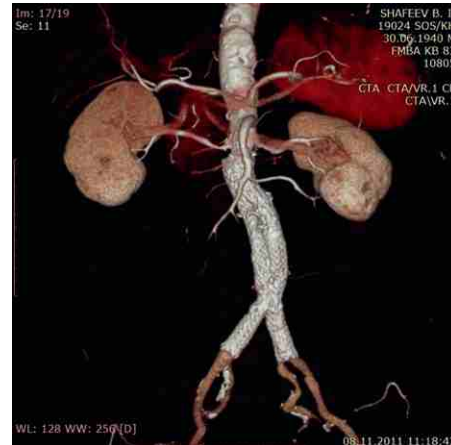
Мультиспиральная компьютерная томограмма в режиме 3D-реконструкции, проведенная после эндопротезирования аорты. Стрелкой указан эндолик 2Б типа. Фото авторов
